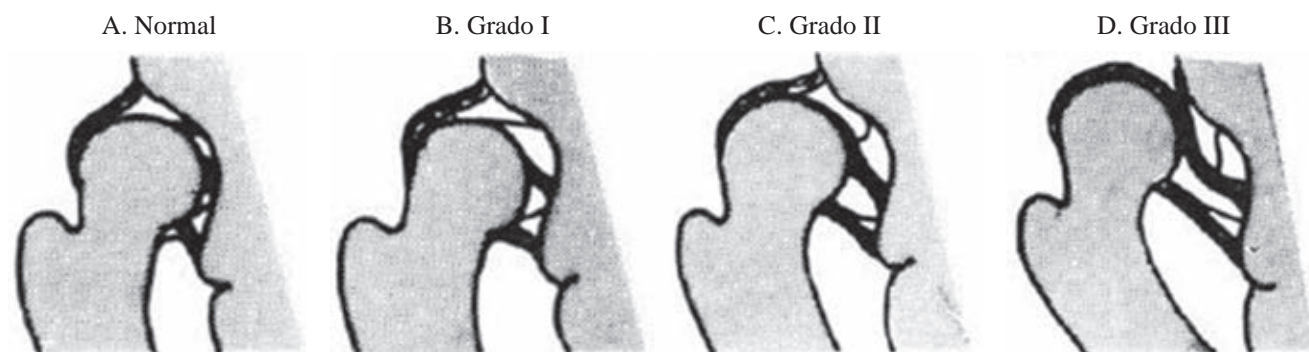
Clasificación ultrasonográfica de Graf.
